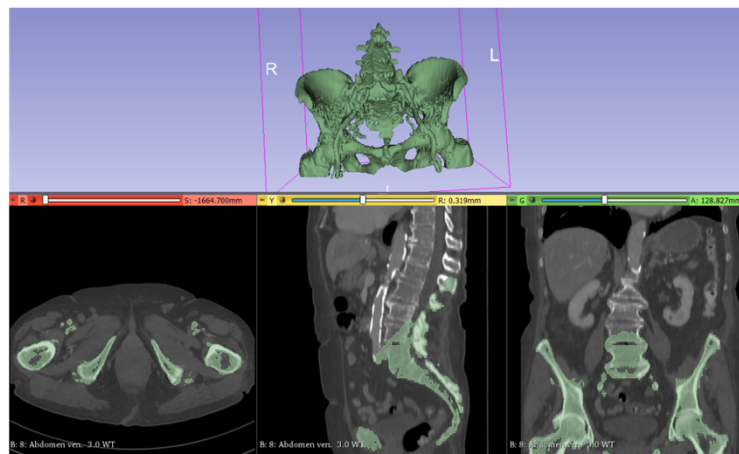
Unvollständiges CT mit abgeschnittenen Sitzbeinhöckern
